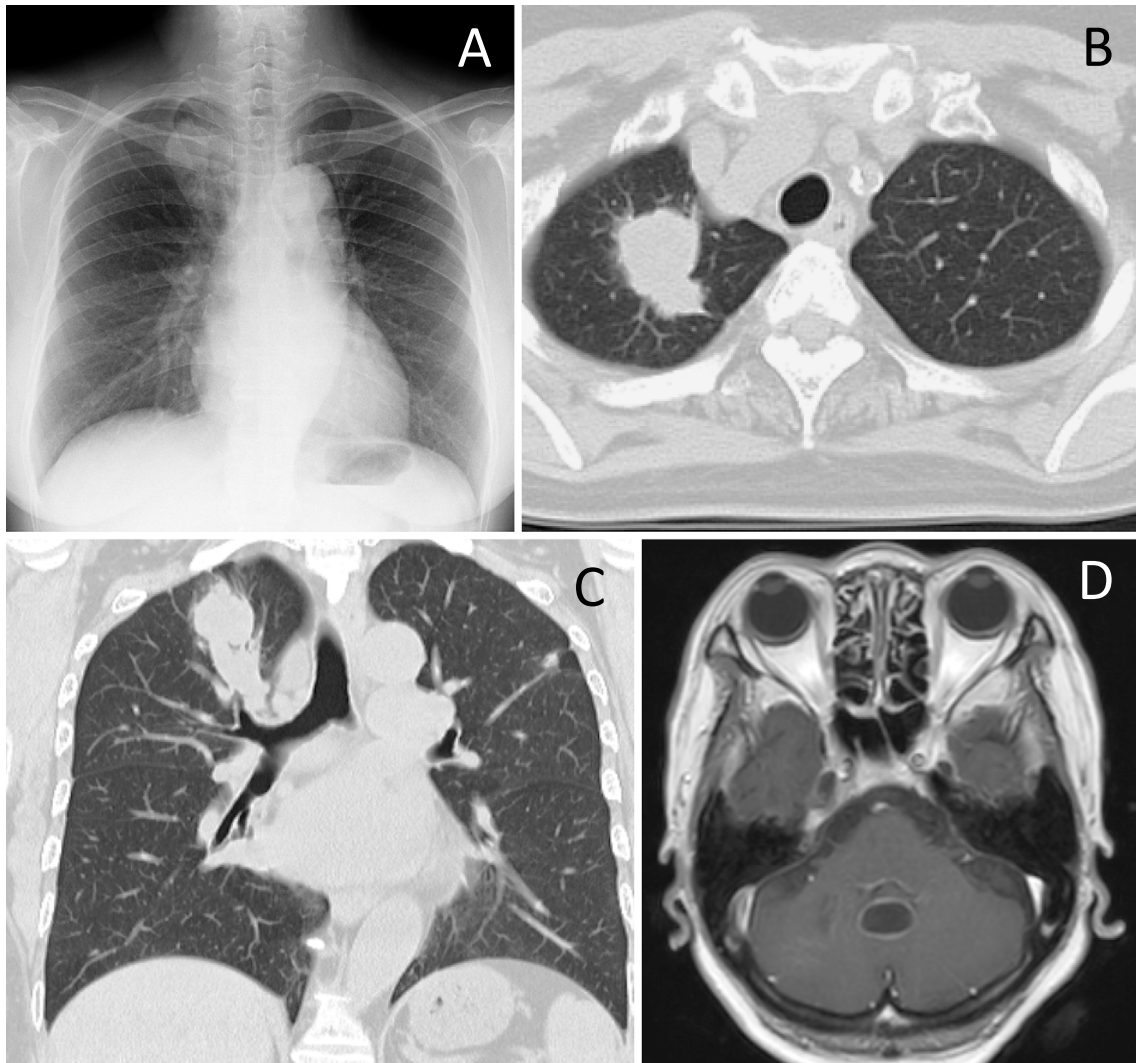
(A) Chest X-ray at the first medical examination. A mass and a nodule were observed in the right and left upper lung, respectively. (B, C) Chest CT image on admission. A mass was observed in the right upper lobe, and a nodule was noted in the left upper lobe. (D) Brain MRI showed a metastatic lesion in the cerebellar vermis.
